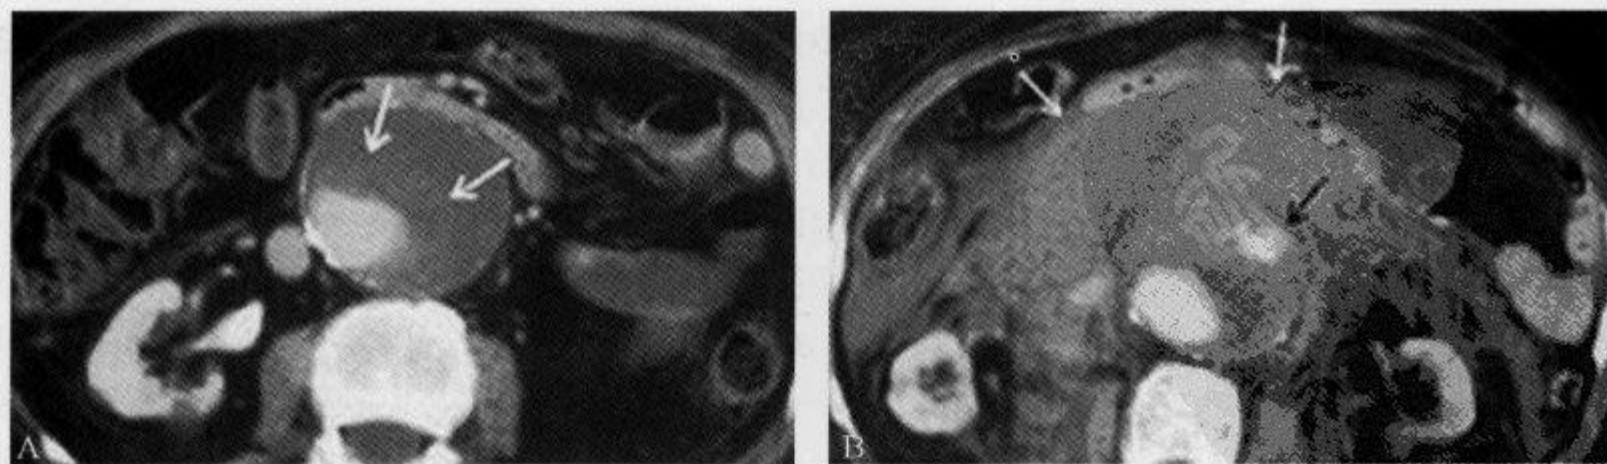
CT 增强扫描显示腹主动脉瘤“半月征”及破裂后腹膜后血肿
